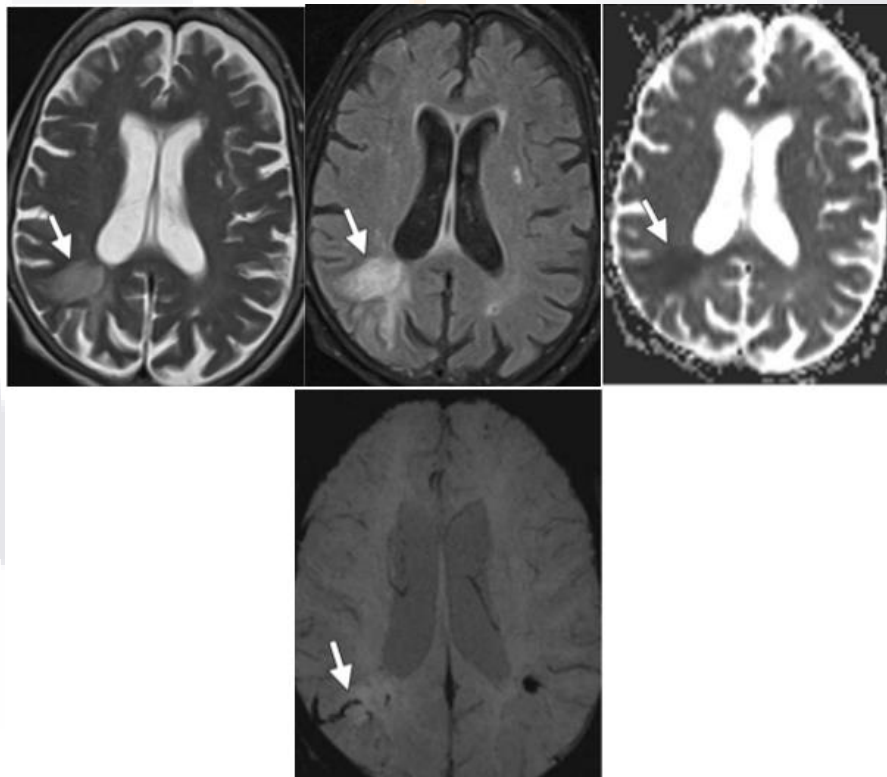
EVC isquémico subagudo temprano en una mujer de 87 años con un tiempo de inicio desconocido. El mapa ADC muestra un área de baja intensidad de señal en la unión parietooccipital derecha (flecha). La imagen FLAIR muestra un área correspondiente de alta intensidad de señal (flecha). La imagen ponderada en T2 muestra un área correspondiente de alta intensidad de señal (flecha). La proyección de intensidad mínima ponderada por susceptibilidad muestra producto de hemosiderina (flecha) indicativos de transformación hemorrágica. Tomado de RadioGraphics 2012; 32:1285–1297
